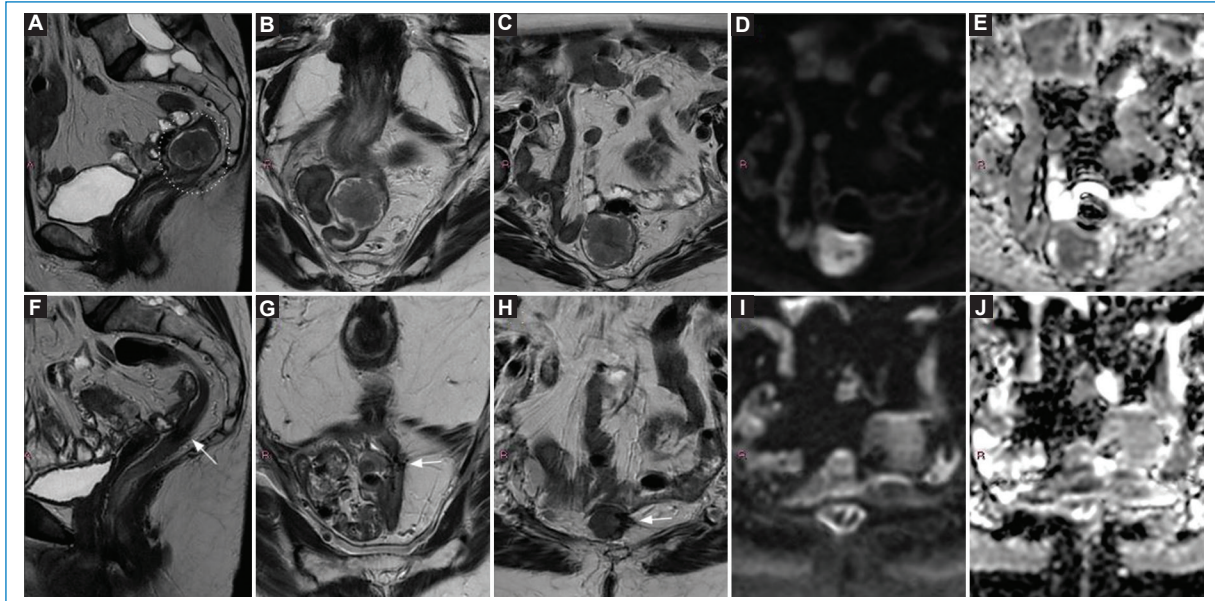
Adenocarcinoma de recto medio. La RM de estadificación con secuencias de alta resolución sagital T2 (A), coronal T2 (B), axial T2 (C) y DWI-mapa de ADC (D y E) evidencia una lesión polipoide (elipse) con base de implantación lateral izquierda: mrT2.N0, EMVI negativo, MRC seguro. En la RM de reestadificación se identifica una cicatriz en la cara lateral izquierda con espículas en la grasa mesorrectal adyacente, hipointensas en T2 (F-H), atribuibles a reacción desmoplásica (flecha), sin restricción en la secuencia de DWI (I y J): TRG 2. EMVI: invasión vascular extramural.
